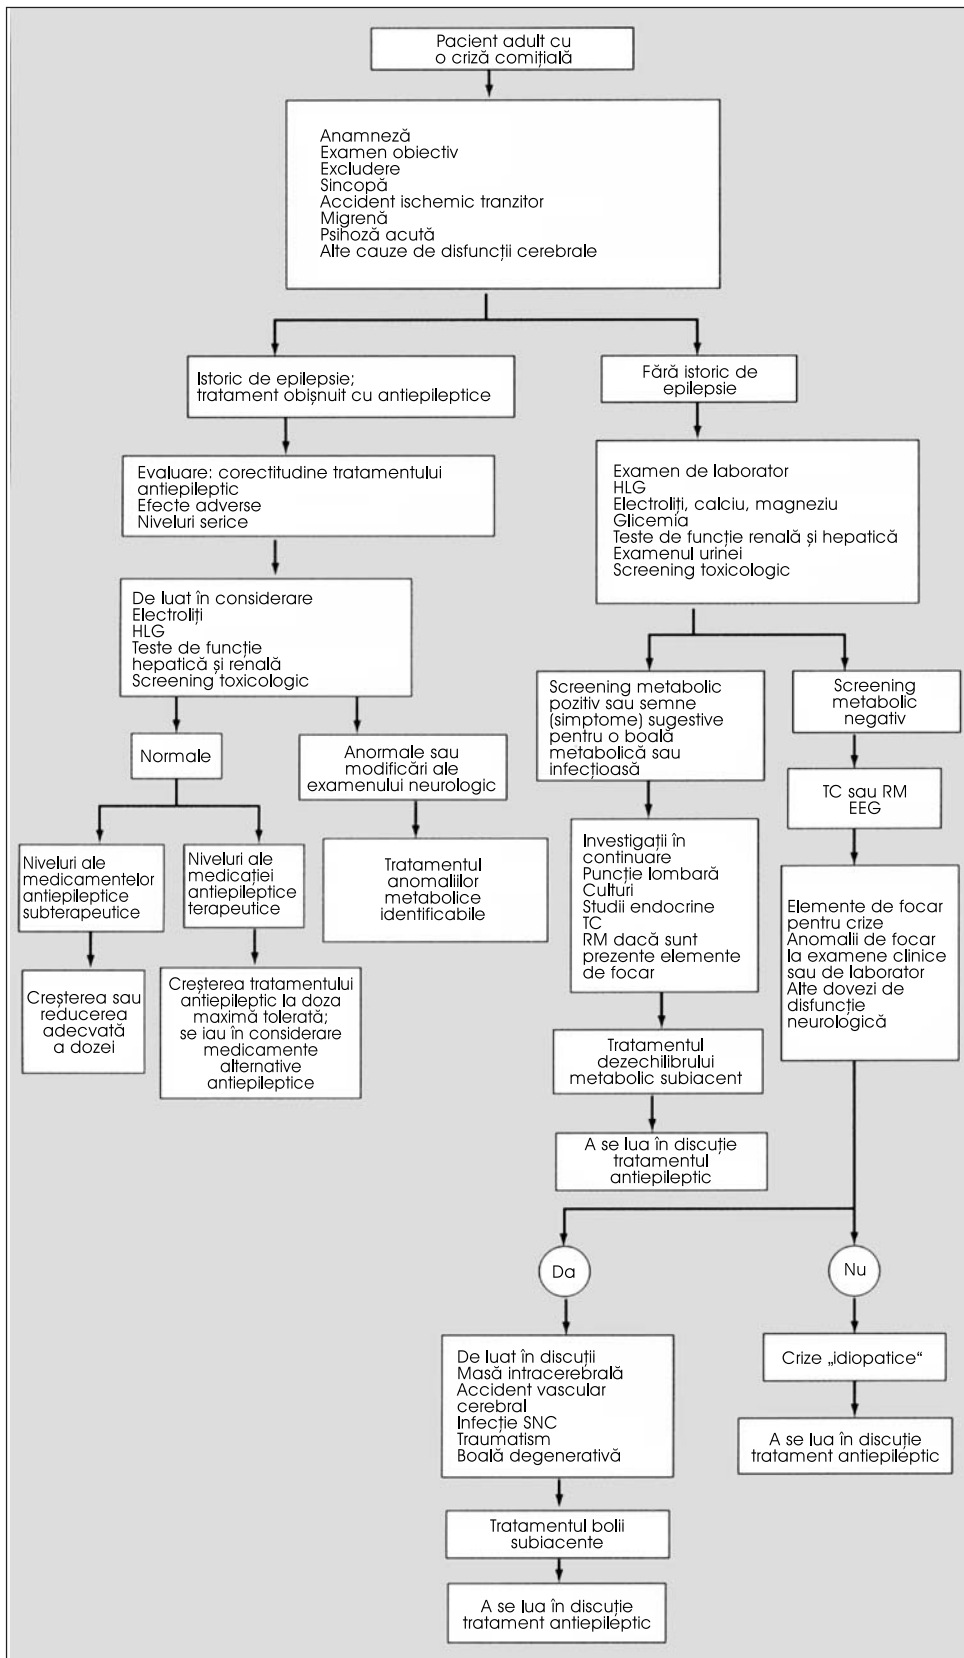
Evaluarea pacientului adult cu o criză comițială. HLG – hemoleucograma completă; TC – tomografie computerizată; RM – imagistică prin rezonanță magnetică; EEG – electroencefalografie, SNC – sistem nervos central
